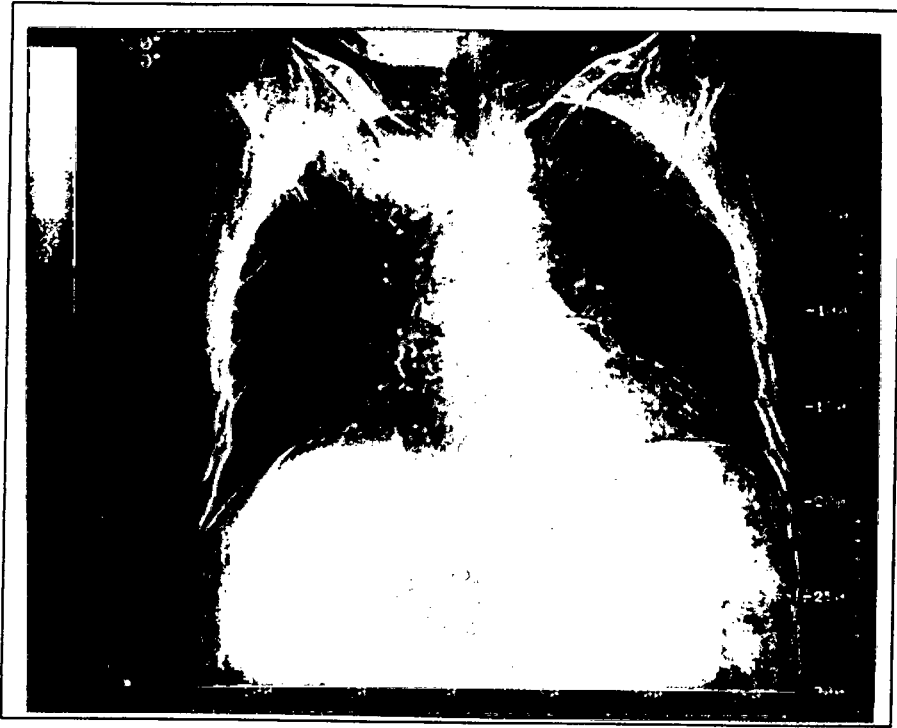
Foto ilustrativa de topograma de tomografia computadorizada de tórax mostrando massa em lobo superior direito.
